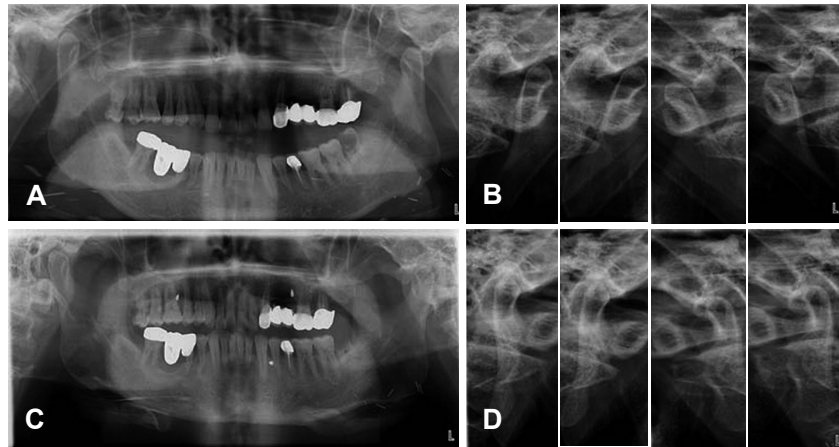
Preoperative (A and B) and post-operative (C and D) orthopantomography and TMJ tomography of case 2. The position of both mandibular condyle is same as case 1.
